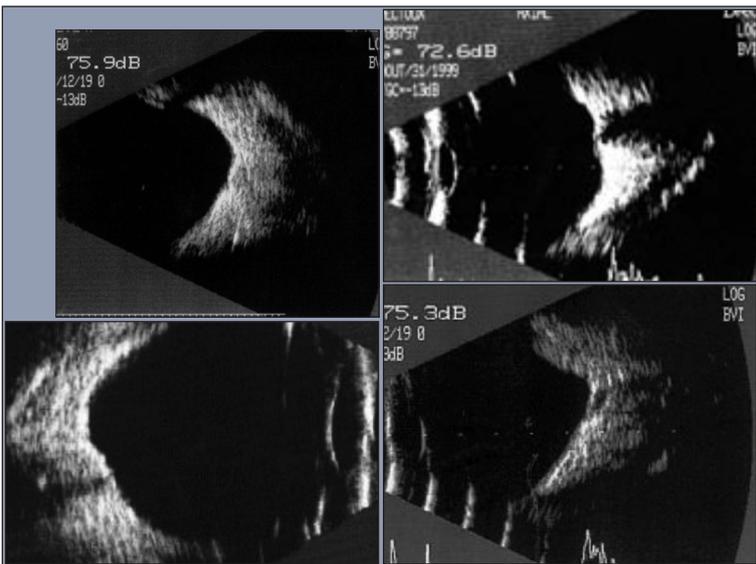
Différents aspects échographiques du staphylome.
